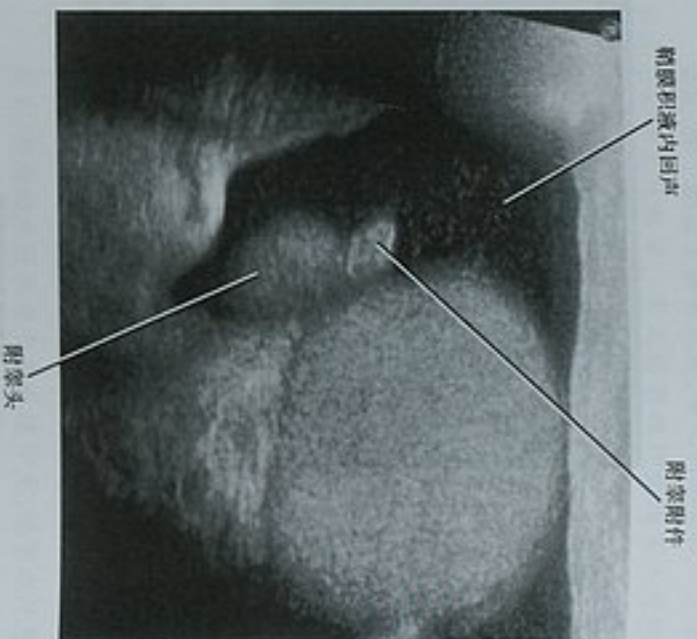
阴囊矢状位超声图像显示一个无痛性特发精液囊肿，内部呈低回声表现。这是一种普遍现象，不要与精液囊肿相混淆，后者位于附睾内，是一个含有沉淀分层的囊性结构
